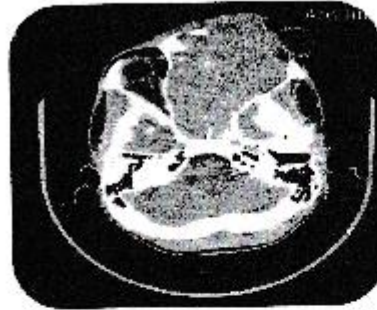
TDM en coupe axiale après injection de produit de contraste
